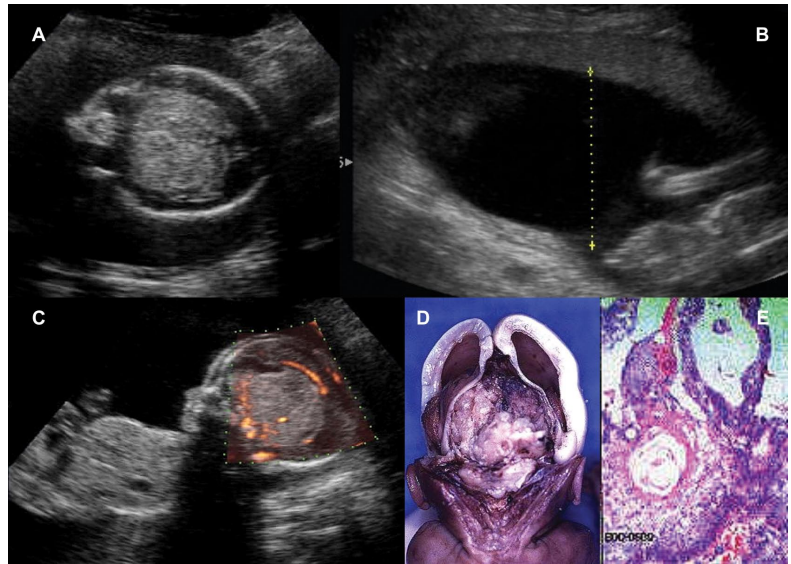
(A,B,C,D y E). Feto de 20 semanas con tumor cerebral, en A se observa imagen ecográfica de masa que ocupa gran parte del contenido intracraneal fetal, en B polihidramnios, en C Power Doppler con vascularización intratumoral y desplazamiento de vasos cerebrales, en D imagen macroscópica de la lesión y en E diagnóstico histológico de craneofaringioma fetal.
